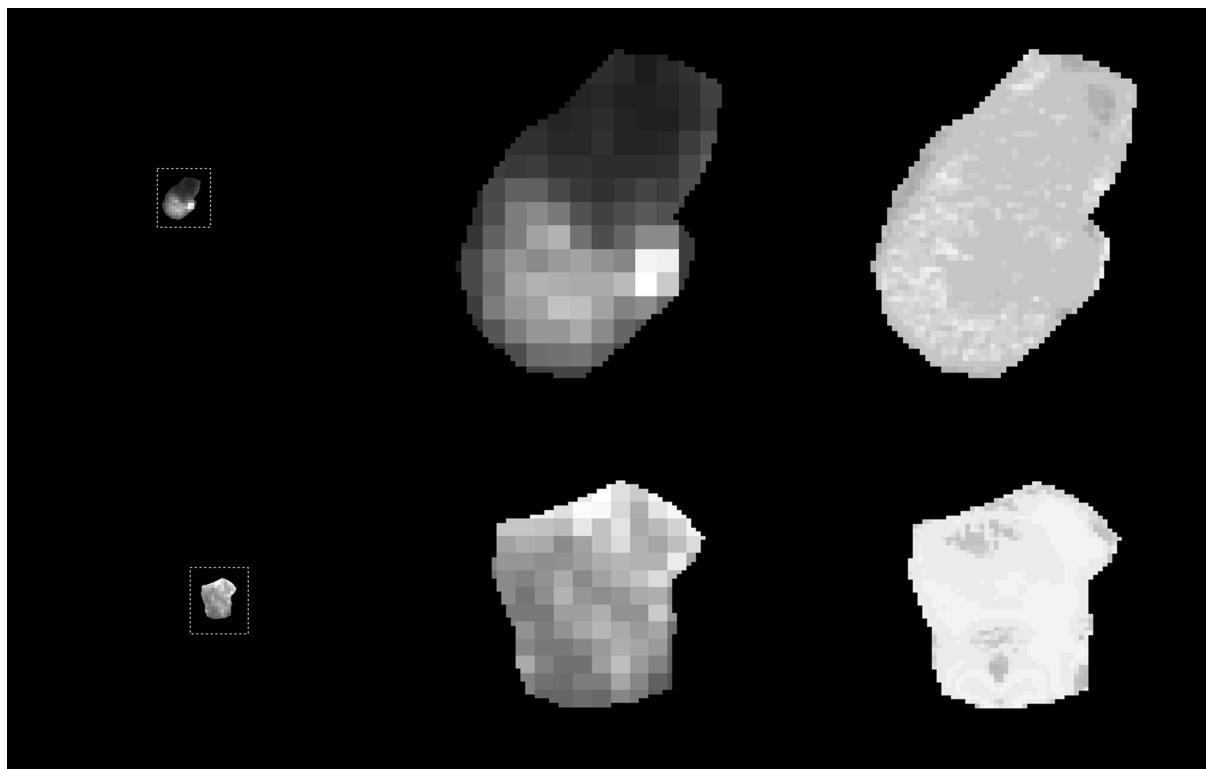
Resultados de la distribución de actividad de radiofármaco en una región anatómica determinada a partir de la imagen CT segmentada, que muestran la potencialidad de la segmentación de regiones y co-registración de imágenes híbridas PET/CT.
